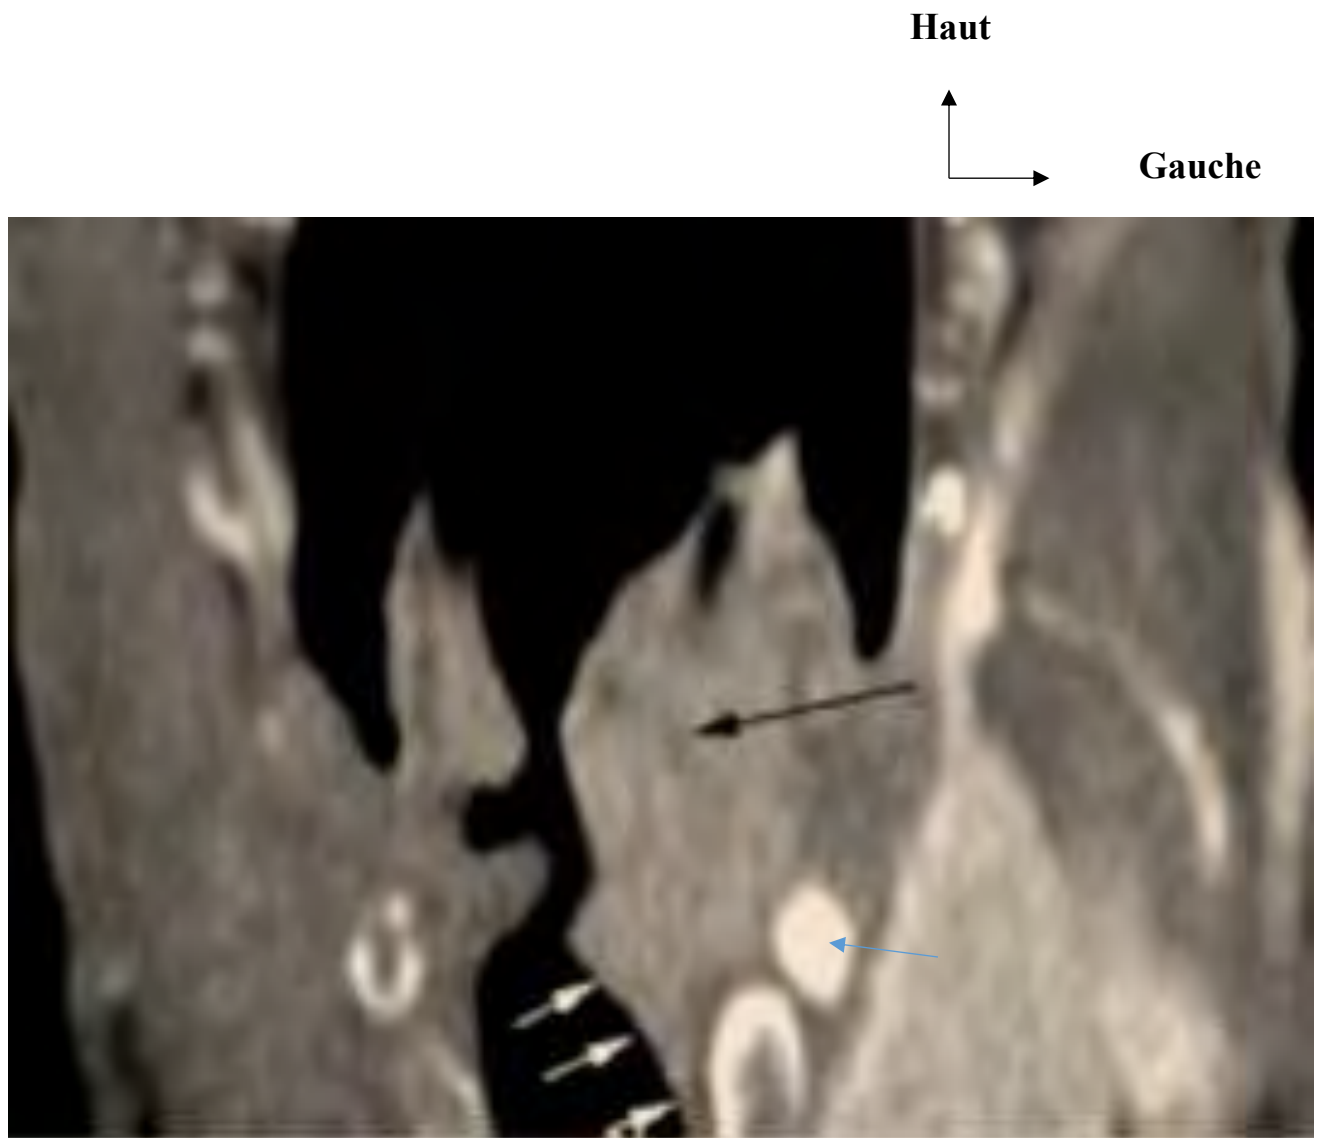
Reconstruction coronale TDM du larynx
